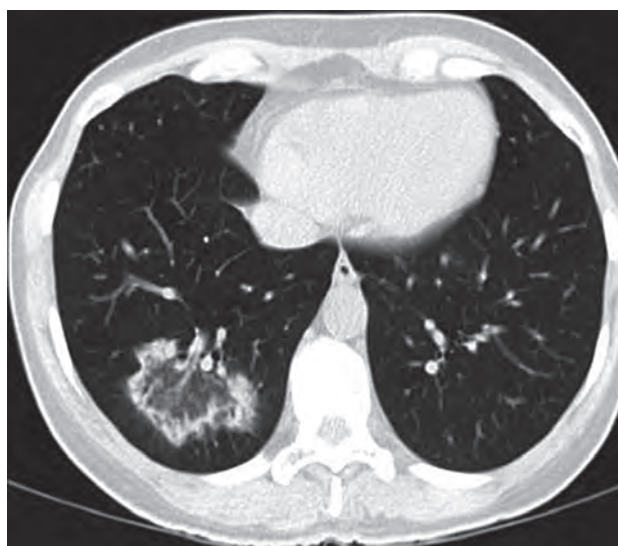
Компьютерная томограмма легких у больного с криптогенной организуемой пневмонией: изменения в виде обратного halo-признака справа
